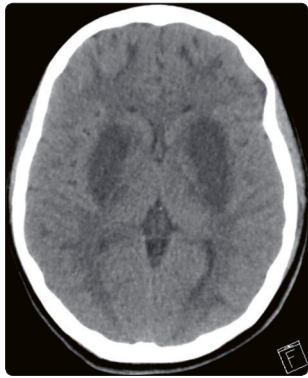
On the second day of hospitalization, cranial CT showed hypodensity in the bilateral lentiform nucleus
